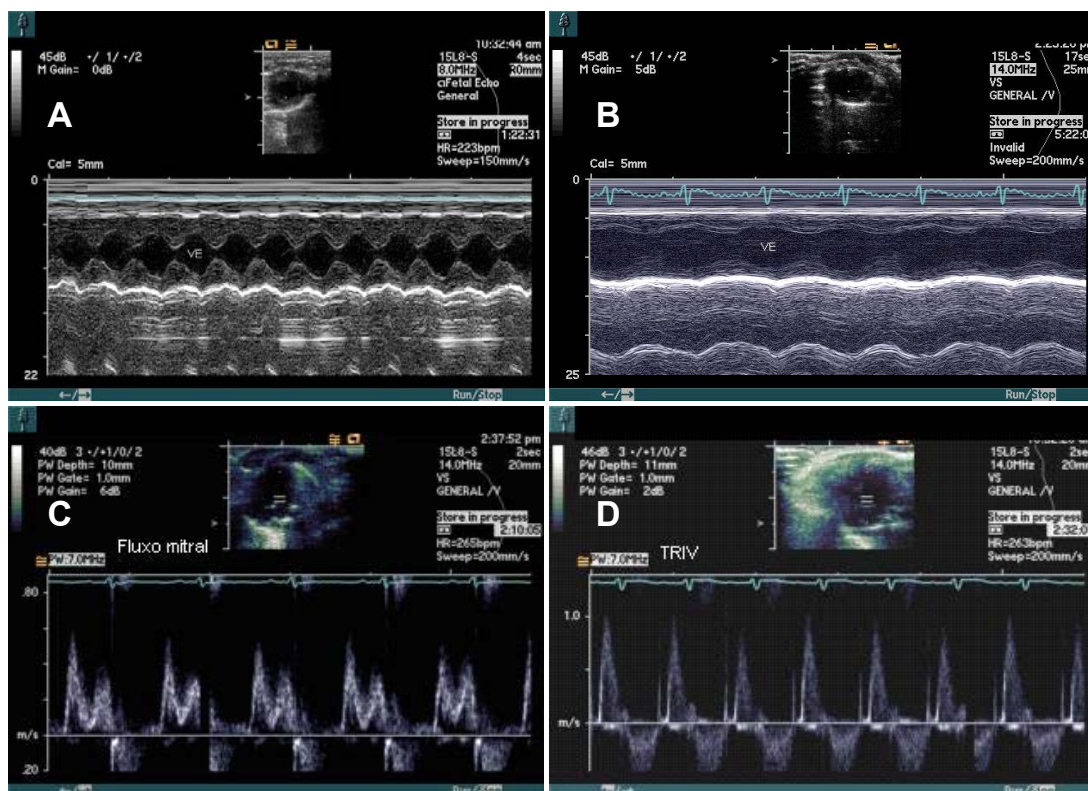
Ecocardiograma modo M em animais do grupo controle (A) e do grupo infectado (B). Doppler pulsado da via de entrada do ventrículo esquerdo (C) e Doppler pulsado entre as valvas mitral e aórtica para determinação do TRIV (D)
